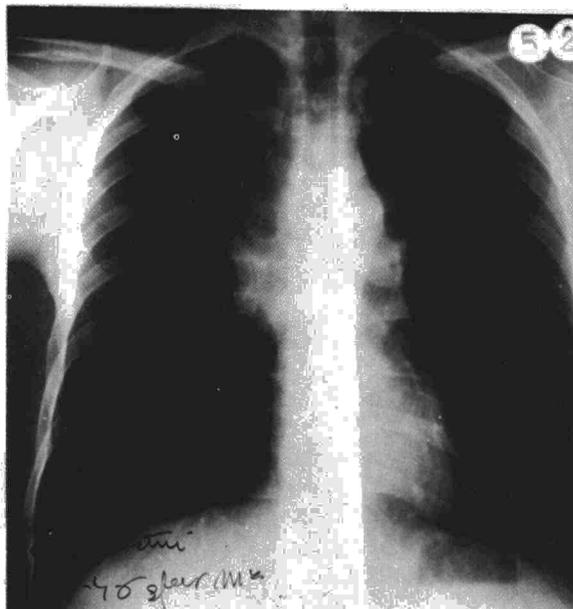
Radiografía PA de tórax en la que se aprecia una «masa» mediastínica.
